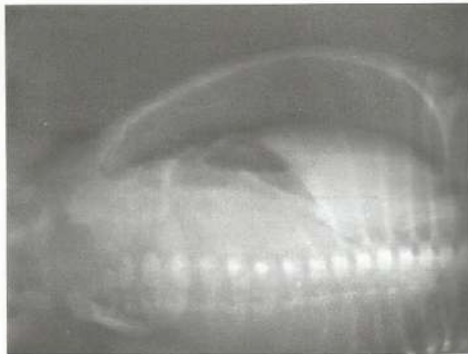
Decúbito lateral esquerdo com raios horizontais. Radiografia de abdome realizada em DLERH, evidenciando ar fora das alças, entre a parede abdominal direita e as vísceras abdominais (pneumoperitônio).
